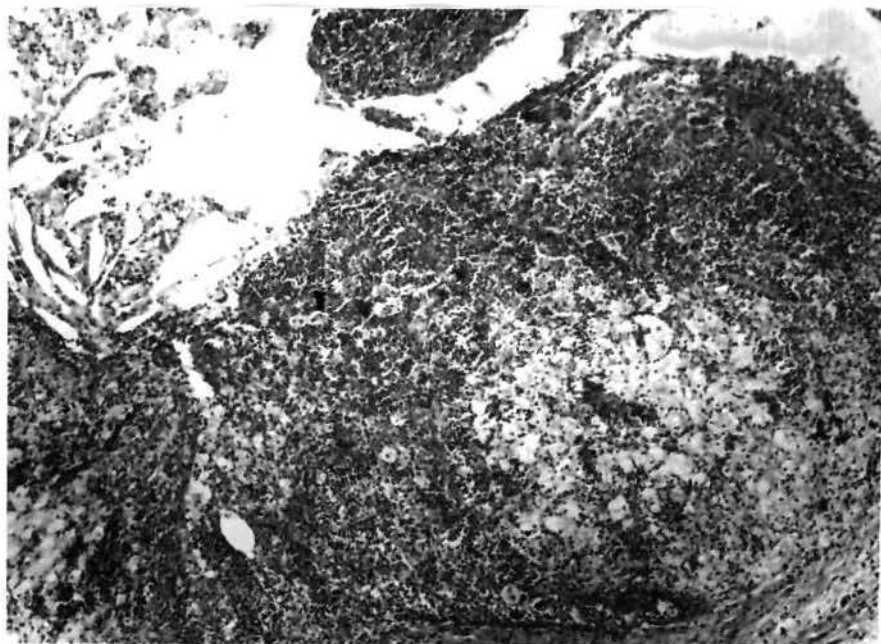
Visão global de parte de um cisto periapical mostrando no 1/3 superior esquerdo a cavidade cística contendo restos celulares, cristais de colesterol e parte do revestimento epitelial que desaparece no restante da parede cística. Nos 2/3 restantes da foto, a parede conjuntiva do cisto, infiltrada de células inflamatórias apresenta um acúmulo focal de células espumosas. Col.H.E. A.O.25X.
